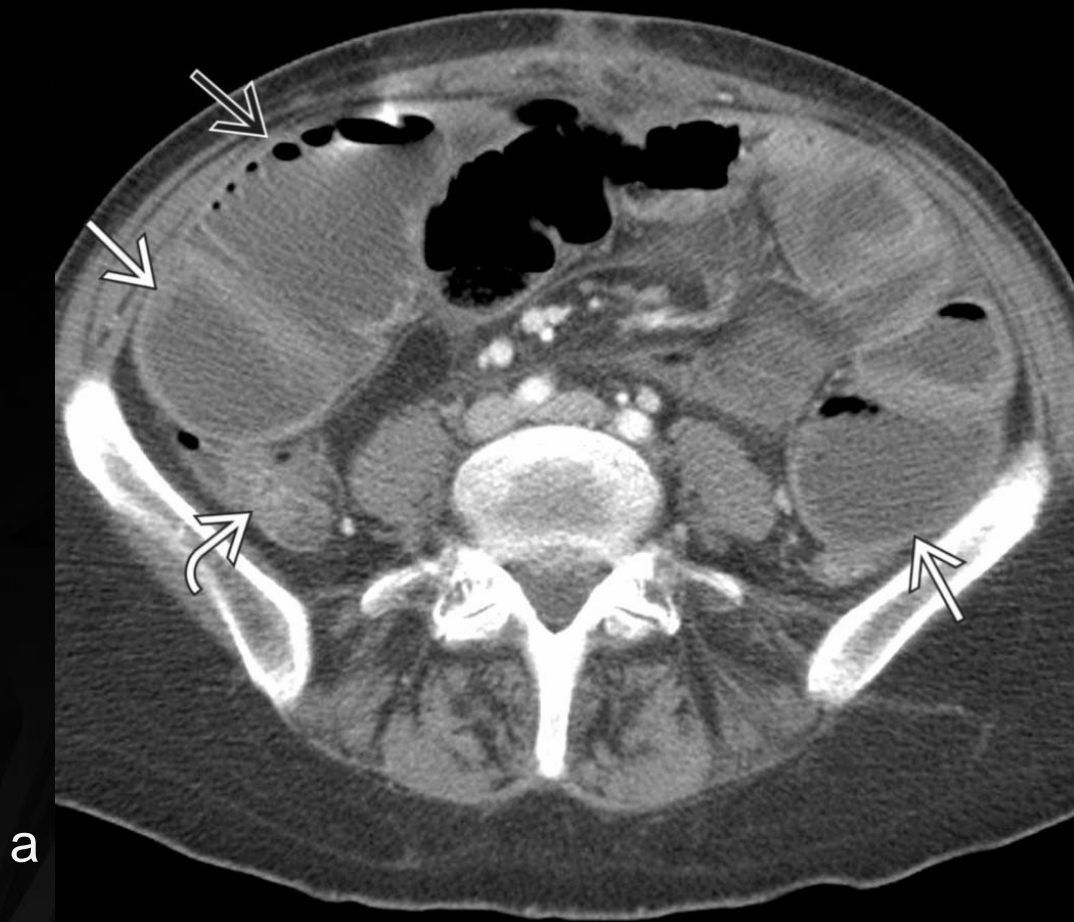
(A) Tomografía computarizada en fase contrastada en adquisición axial que muestra una dilatación masiva de segmentos proximales de intestino delgado (flecha recta) así como un segmento colapsado distal (flecha curva). (B) Tomografía computarizada sin contraste en reconstrucción coronal que muestra un punto de transición.
